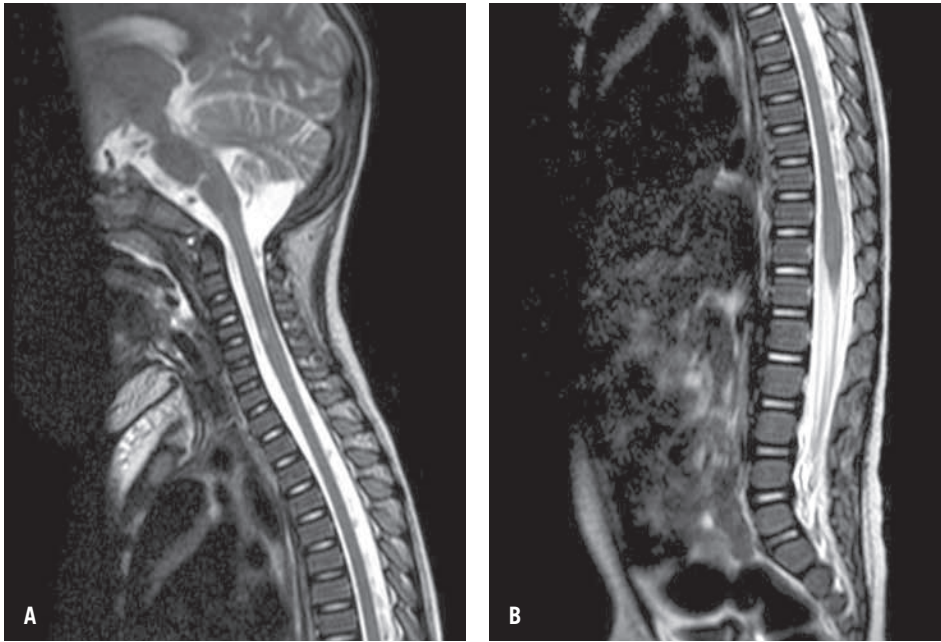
Resonancia nuclear cerebroespinal.
